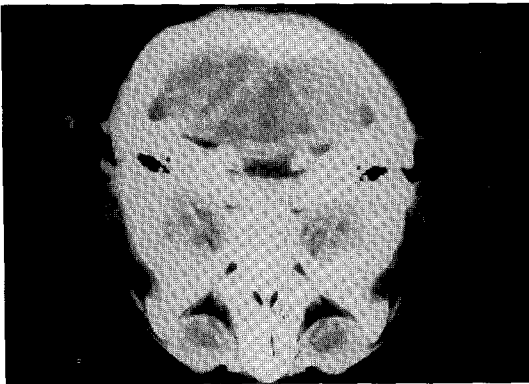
Bone CT(patient)
